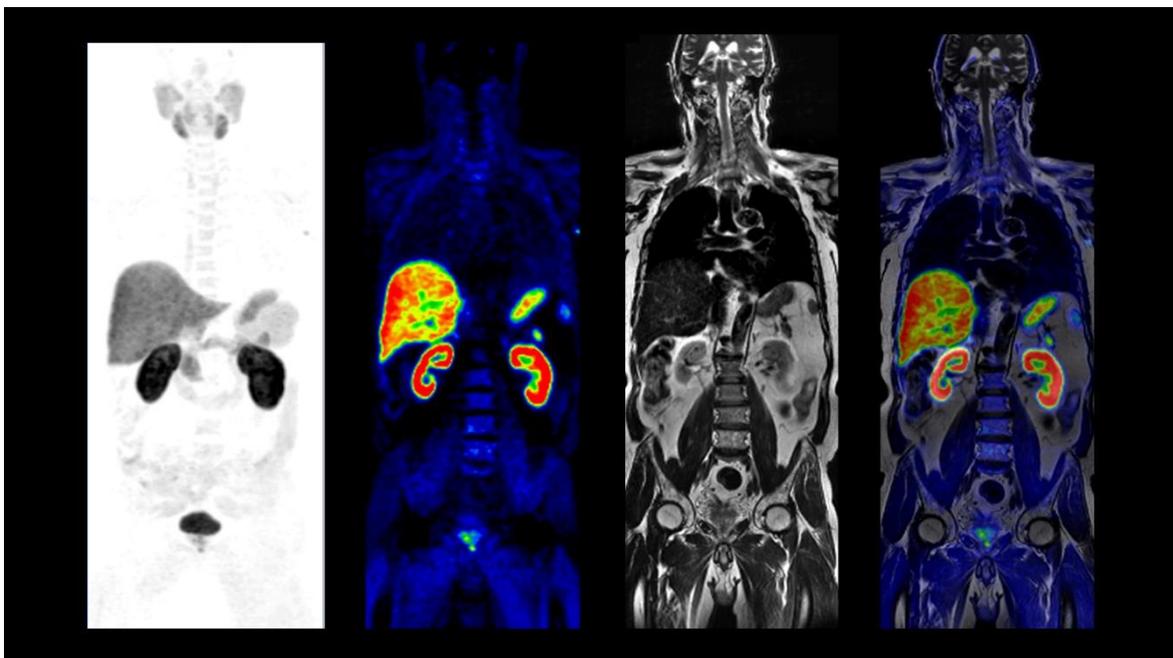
Adquisición PET colina F-18 fusionada con una imagen estructural adquirida mediante RM. "SIGNA PET/MR", 21 de mayo, 2017. <http://www3.gehealthcare.com.au/>.
